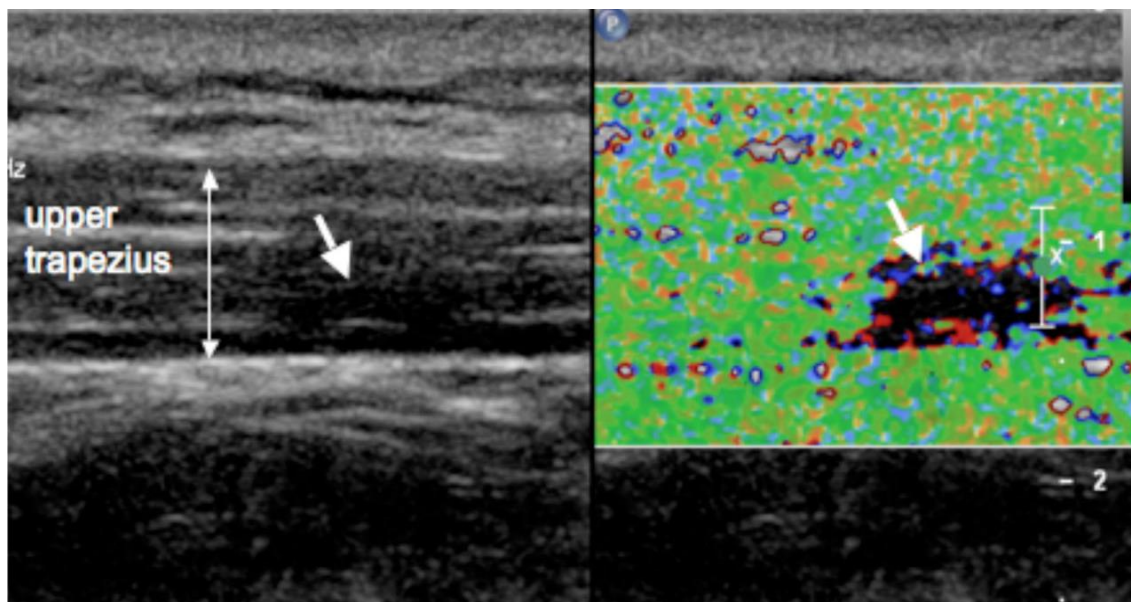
Elastografía de vibración con Doppler color donde se muestra un punto gatillo miofascial que no vibra a la misma amplitud que el resto del músculo. Extraído de Sikdar y col. (2009). *Novel applications of ultrasound technology to visualize and characterize myofascial trigger points and surrounding soft tissue.*
